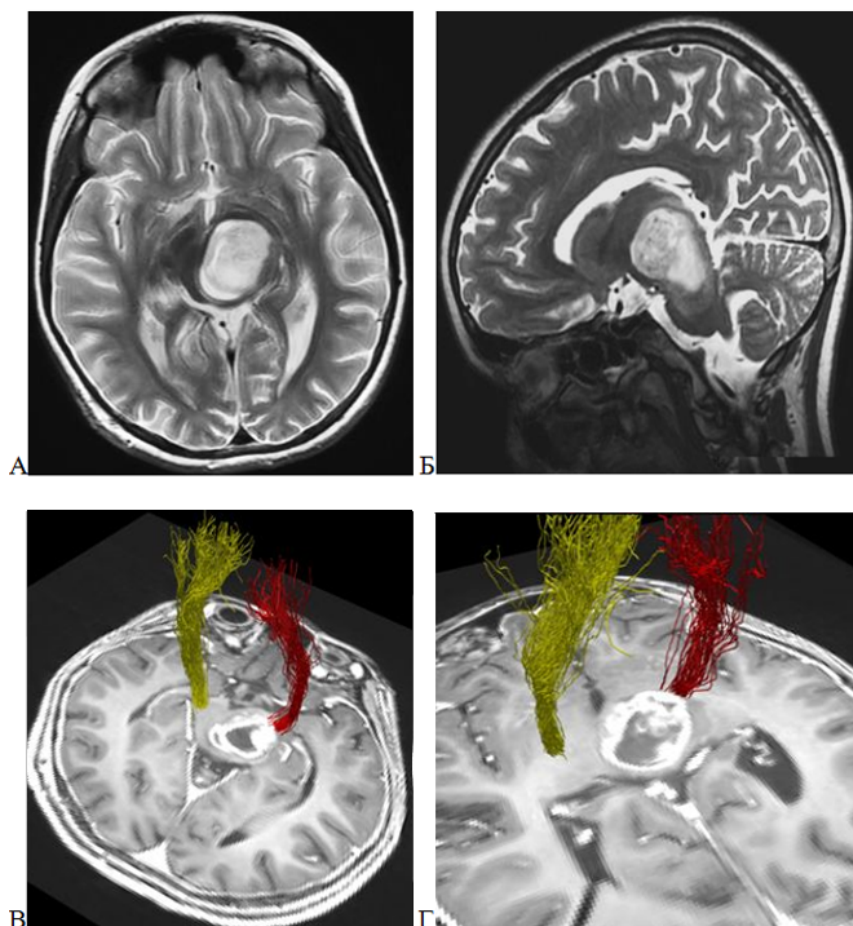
Пилоидная астроцитома, WHO grade 1, таламопедункулярной области слева. А,Б – МРТ головного мозга, T2-последовательность в аксиальной (А) и сагиттальной (Б) проекции; В,Г – CSD HARDI МР-трактография, T1-последовательность с контрастным усилением в аксиальной проекции, 3D реконструкция. КСТ (красный и желтый цвет) смещен в антелатеральном направлении
